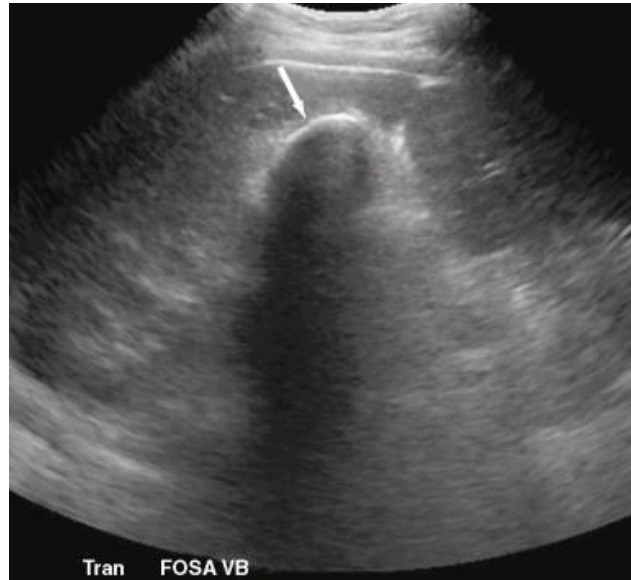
Ecografía de vesícula biliar de porcelana. El marcado foco ecógeno curvilíneo (flecha) y la significativa sombra posterior ayudan a confirmar este diagnóstico.
